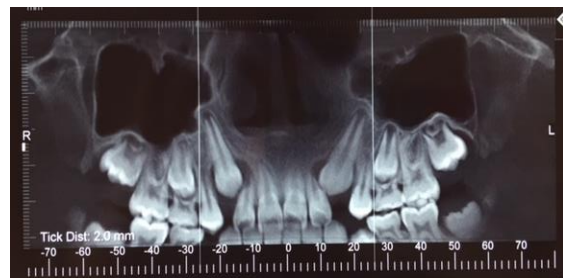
Abril 2018. Cone-Beam corte frontal. Caninos 1.3 y 2.3 impactados, folículos dentales > 2mm.
